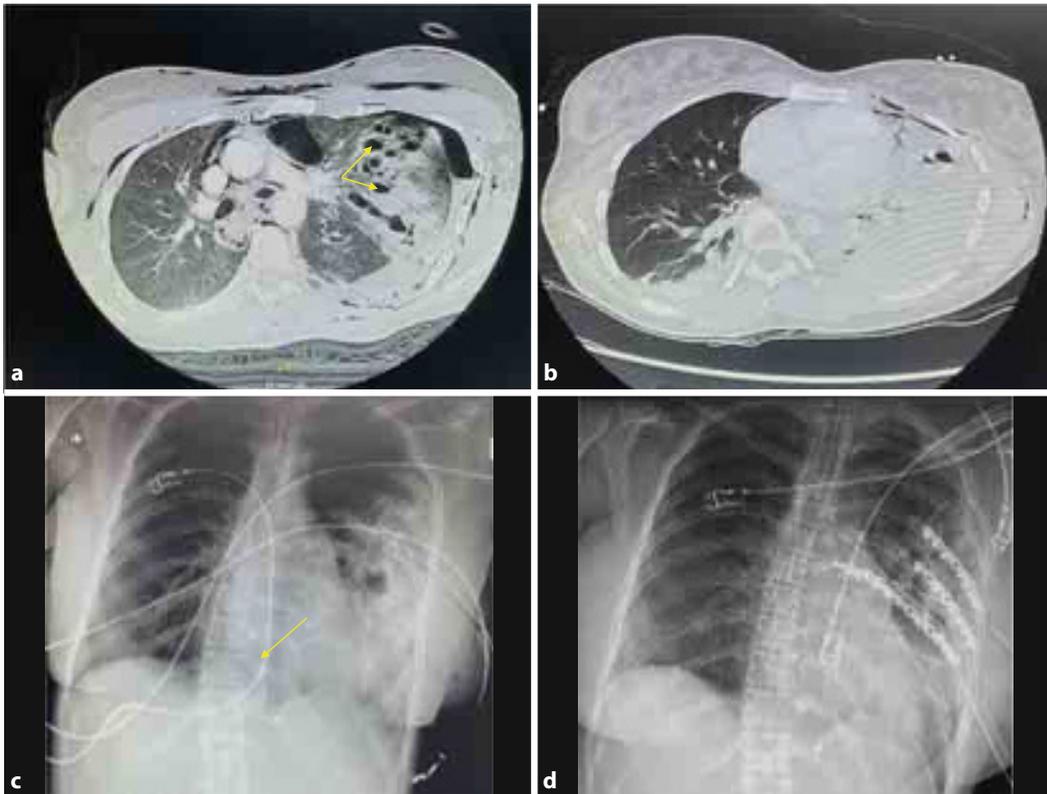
◀ a Tag 1: Aufnahme-CT, b Tag 2: CT-Kontrolle, c Tag 3: nach 20 h Beatmungstherapie, d Tag 4: Rippenosteosynthese. Gelber Pfeil Ösophagusdrucksonde. © Krankenhaus St. Vinzenz
